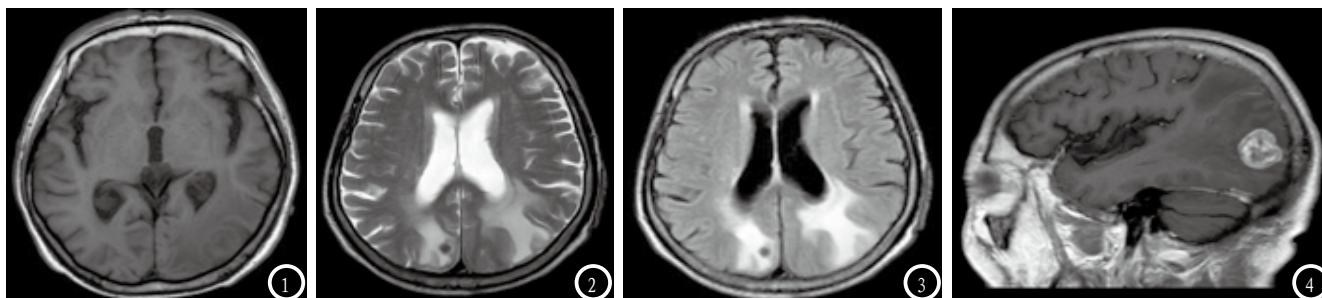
顶叶异常强化信号的MRI影像图。图1: T1平扫显示双侧顶叶片状低信号影, 边界不清, 局部脑沟间隙消失; 图2: T2平扫可见双侧顶叶片状高信号影, 边界不清, 呈“指状”水肿表现; 图3: FLAIR序列可见双侧顶叶片状高信号影; 图4: MRI增强扫描上(矢状位)中(冠状位)下(轴位)可见多个结节样病灶(蓝色), 呈不均匀强化, 最大病灶直径约3cm, 周围水肿带不强化。
